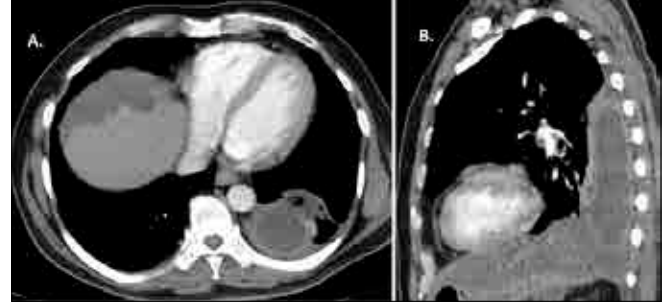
Axial (A) and sagittal reformatted (B) CT images showed the extension of low-attenuation soft tissue mass from abdomen to the thoracic cavity thorough diaphragma.
